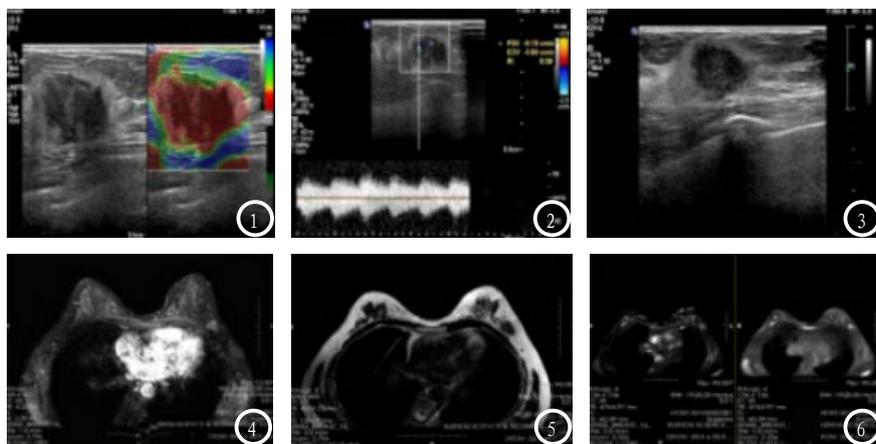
典型乳腺恶性肿瘤超声图像中左乳肿块位于外上象限 $25 \times 14 \text{mm}$ ,乳腺致密腺体型。图4-6 同图一患者乳腺恶性肿瘤MRI图像中左侧乳腺外象限区见一类椭圆形肿物,T1W/T2W低、SPAIR高信号,边界欠光整,大小约 $2.8 \times 1.6 \text{cm}$ ,动态增强呈中度较均匀性强化,双侧乳腺腺体呈轻度不均匀强化。
